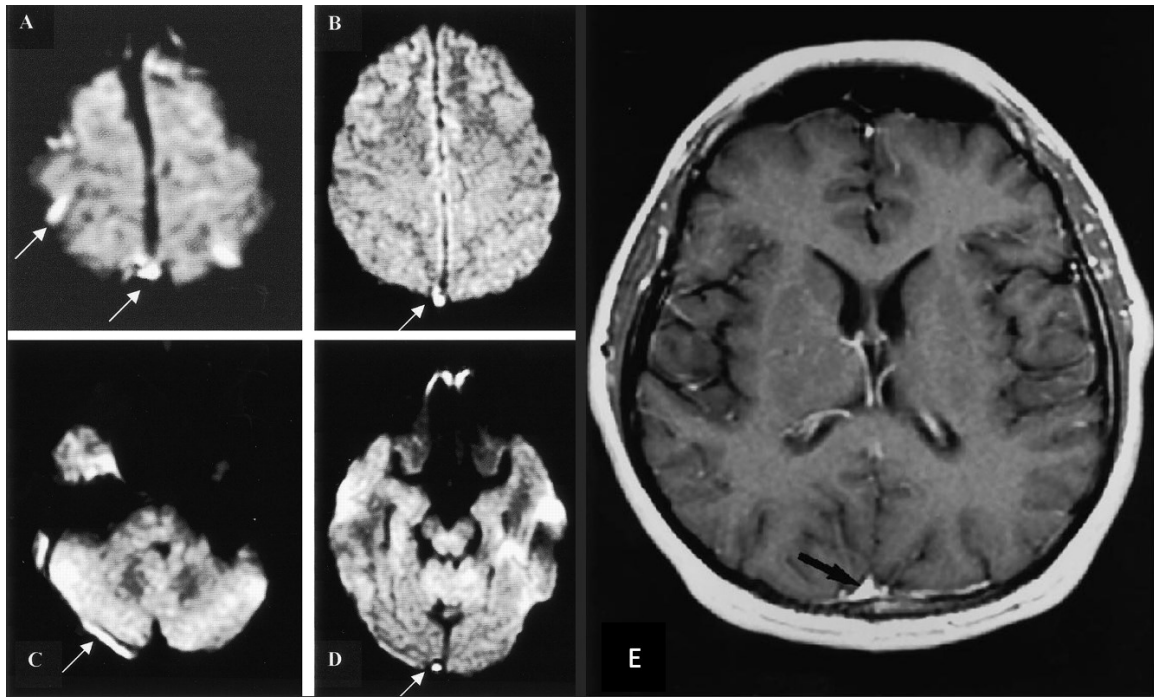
IRM de diffusion(A B C D) montrant les TVC en hyper signal DWI intéressant différents site (flèches) [32]. La séquence T1 Gado +(E) montre le rehaussement du thrombus chronique du SSS (flèche noire) qui ressemble en effet au rehaussement d'un sinus normal [34].
